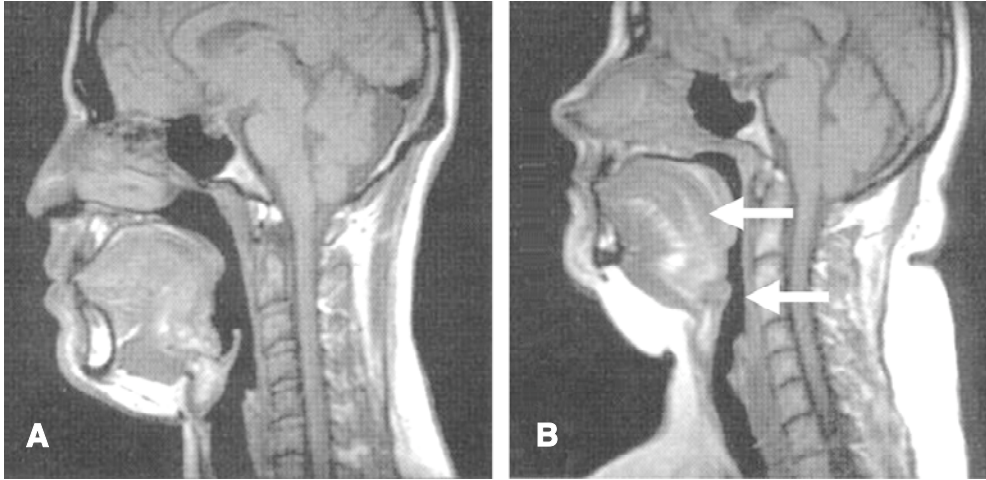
Resonancia magnética de la vía aérea superior en un corte sagital. En la figura 3A se muestra el aspecto de un individuo normal. En la figura 3B se muestra la imagen correspondiente a un enfermo con un síndrome de apnea obstructiva del sueño. Obsérvese cómo en este último el paladar blando y la lengua son mayores y, por el contrario, el área faríngea es menor (flechas). Modificada de Badr⁽⁹⁾.
